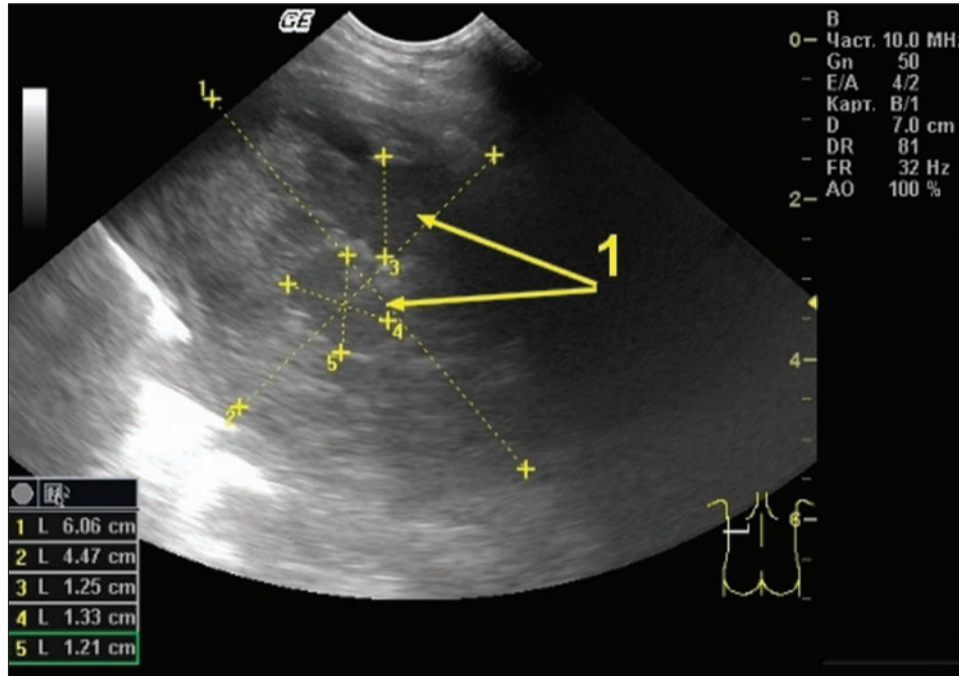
УЗИ-признаки левосторонней нижнедолевой пневмонии у 3-летнего ребенка
